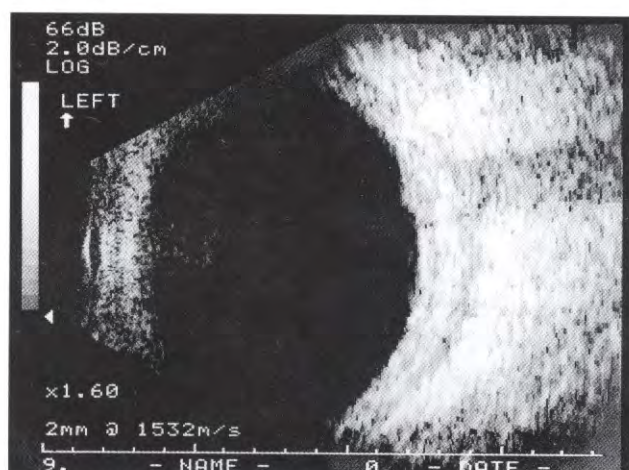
Ultrassonografia com maior ampliação; notamos as alterações relacionadas de espessamento uveo-escleral mais evidente.
